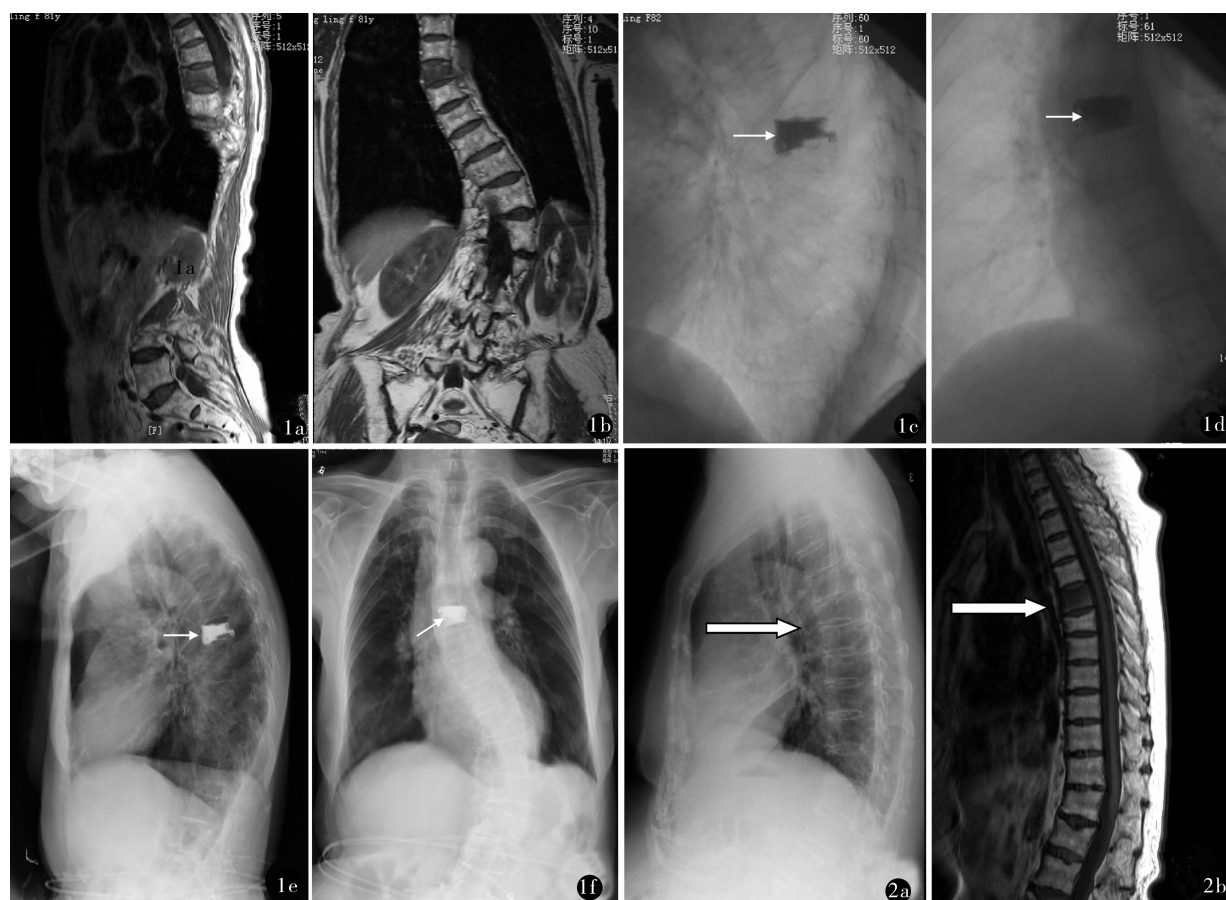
a, b. 女, 82 岁, 术前 MRI 示 T_7 椎体骨折; c, d. T_7 椎体骨折术后当天 X 线片; e, f. T_7 椎体骨折术后 6 个月 X 线片 图 2 a. X 线示 T_6 椎体压缩性改变; b. MRI 示 T_6 椎体并无出血水肿征象, 为陈旧性骨折已愈合; 无压缩性改变的 T_5 椎体有出血水肿征象, 为新近骨折, 是责任椎体
